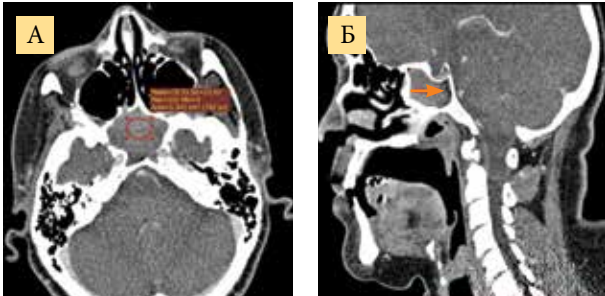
КТ ОНП с искусственным внутривенным контрастированием: аксиальная (А) и сагиттальная (Б) плоскости
